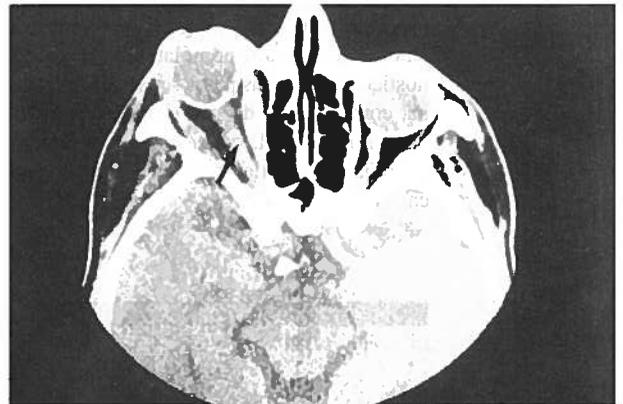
TC da órbitas, plano axial: Globo ocular direito proptosado. Alargamento do músculos recto interno e recto externo, incluindo os respectivos tendões de inserção no globo ocular. Estiramento e aumento do diâmetro do nervo óptico homolateral (seta).
